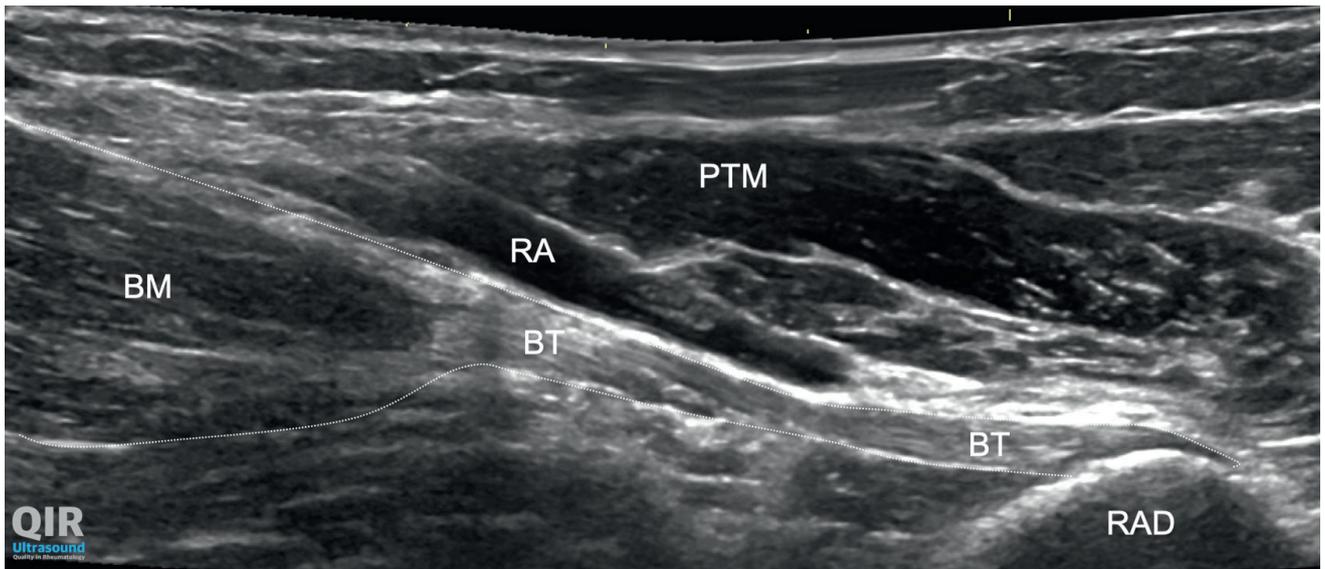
Anteriorer Longitudinalschnitt Höhe distale Bizepssehne, «Pronatorfenster». PTM = M. pronator teres, RA = A. radialis, BM = M. biceps brachii, BT = distale Bizepssehne.
